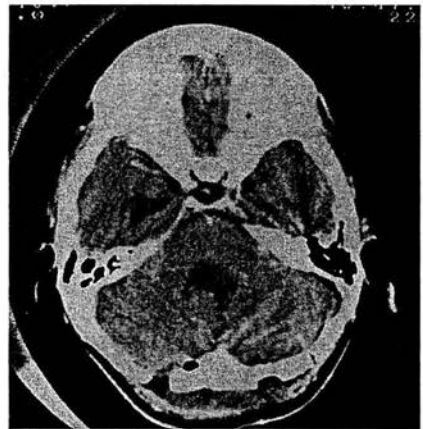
Imagen de TC posquirúrgica con contraste muestra la resección completa de la lesión mediante craneotomía suboccipital media. El reporte histopatológico fue ependimoma clásico.
